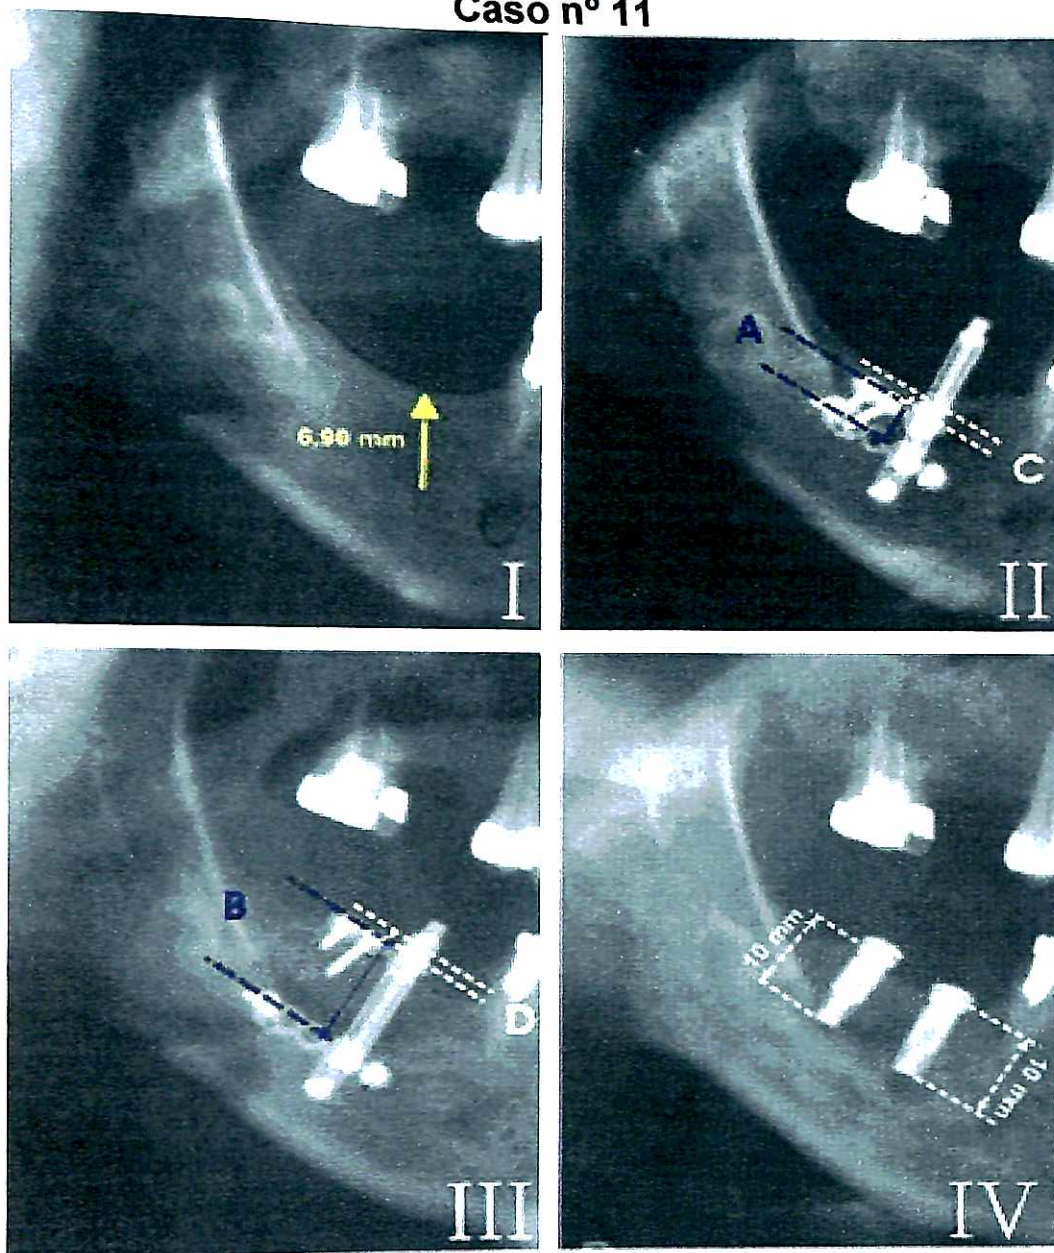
I - Radiografia Inicial ; II - Fase de Latência : em A mostra-se a altura óssea com o distrator fechado, em C mostra-se a altura da crista óssea alveolar ;III - Fase de Consolidação - em B mostra-se a altura óssea com o distrator aberto, em D mostra-se a altura da crista óssea alveolar; IV - Radiografia Final - Implantes instalados.
